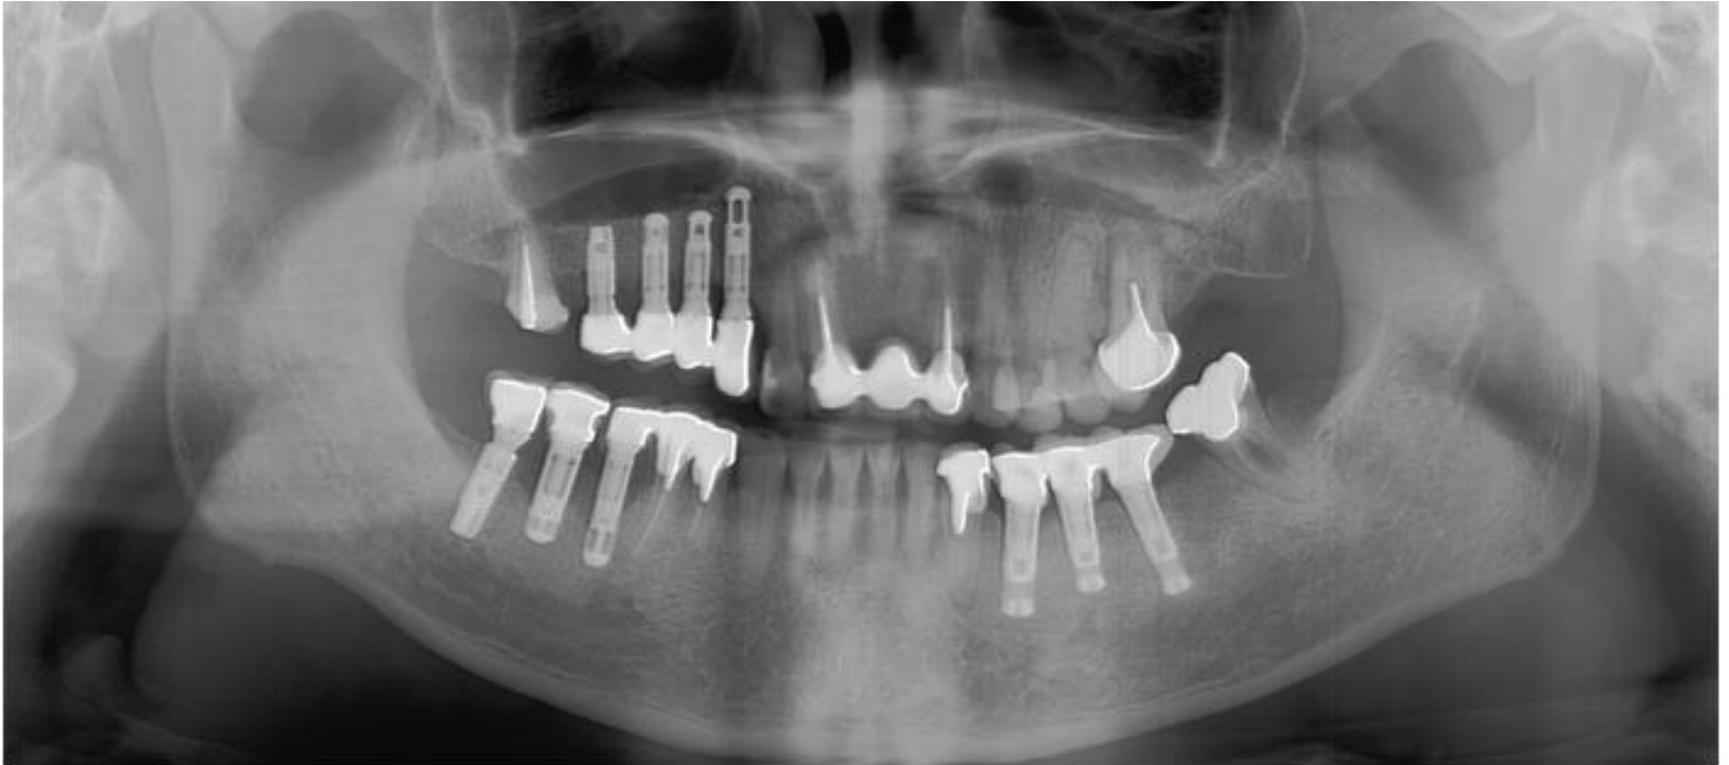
à 14 ans, l'examen radiographique met en évidence un processus inflammatoire affectant l'implant le plus mésial et l'implant intermédiaire en position 46 M 46 D sans aucun signe de mobilité.
